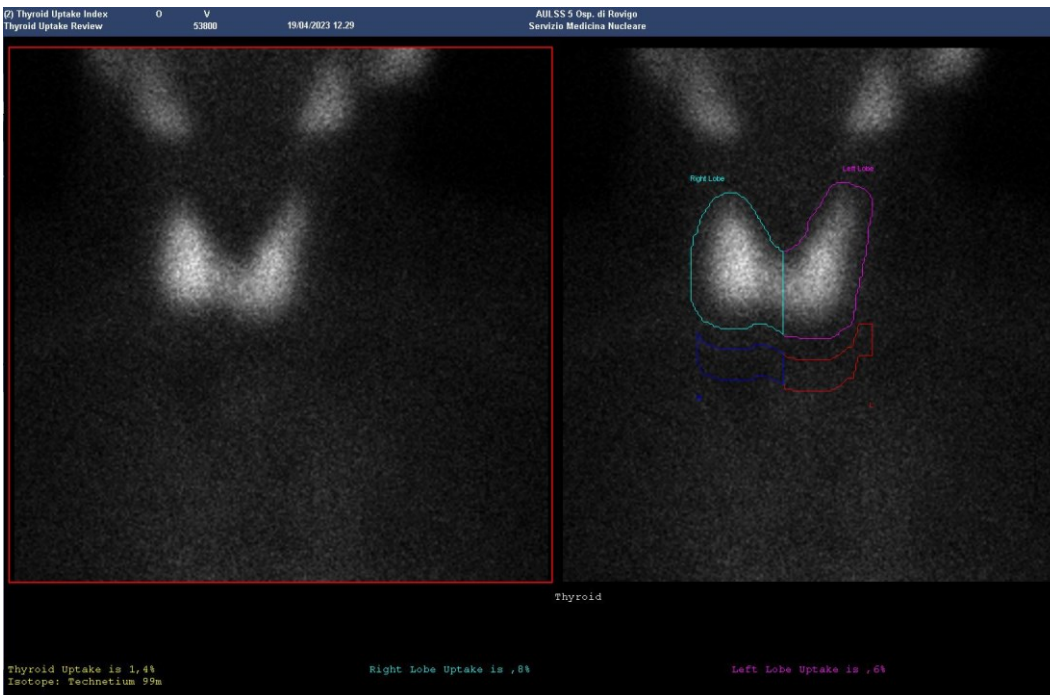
Secondo esempio di quadro scintigrafico tiroideo privo di patologia, con indice di captazione tiroideo totale percentuale pari a 1,4% (entro il range fisiologico del database di normalità).
